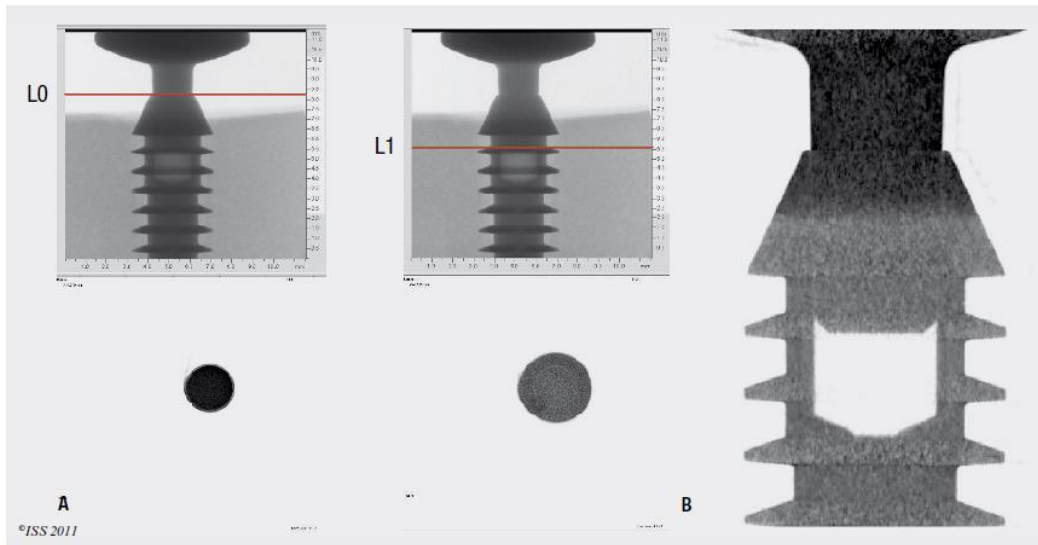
Microtomografia horizontal (A) e vertical (B) (Meleo, D. *et al.* 2012).
